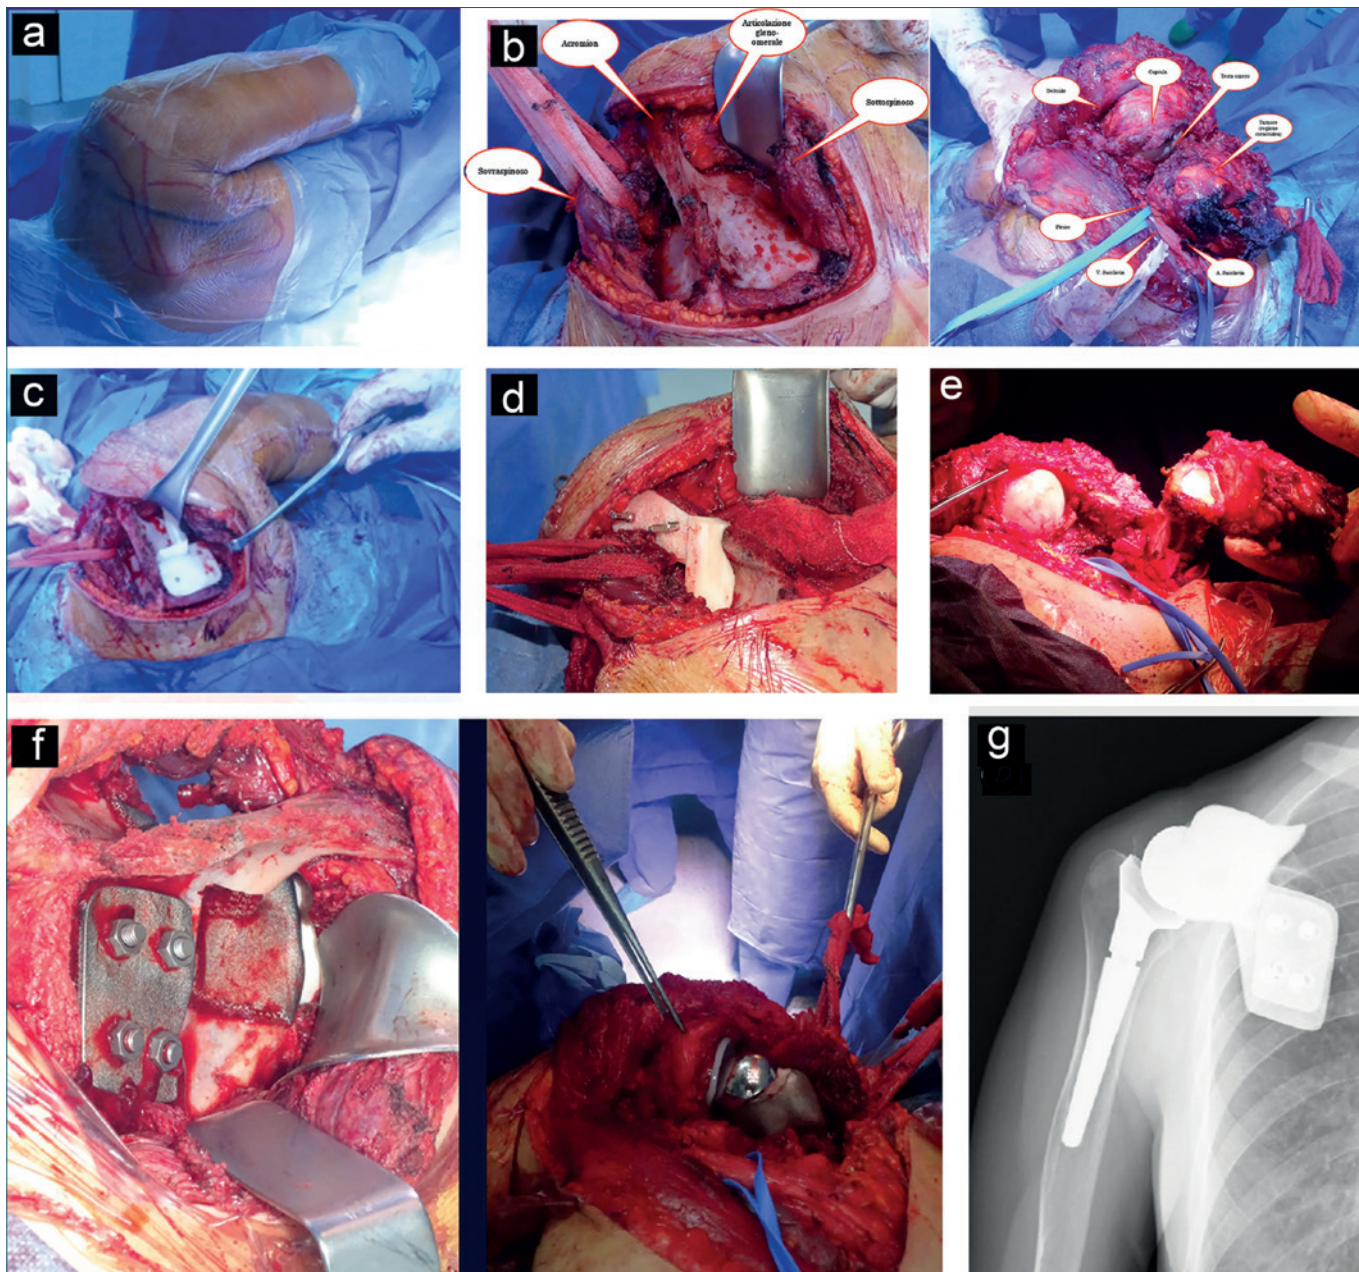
L'intervento chirurgico: a) l'intervento è eseguito con il paziente in posizione laterale, per permettere un'incisione "a spallina" sia sul versante anteriore sia posteriore della spalla; b) isolamento del tumore e di tutte le strutture sul versante posteriore e anteriore della spalla; c) posizionamento della guida di taglio nella fossa sotto spinosa della scapola per eseguire il taglio sagittale e il taglio assiale; d) posizionamento della guida di taglio nella fossa sovraspinoide della scapola per eseguire il taglio coronale; e) asportazione ampia del pezzo tumorale comprendente la glena e la coracoide; f) veduta posteriore e anteriore del campo operatorio dopo posizionamento della protesi custom-made di scapola interfacciata con una protesi inversa di spalla; g) radiografia di controllo a tre mesi dall'intervento chirurgico.
